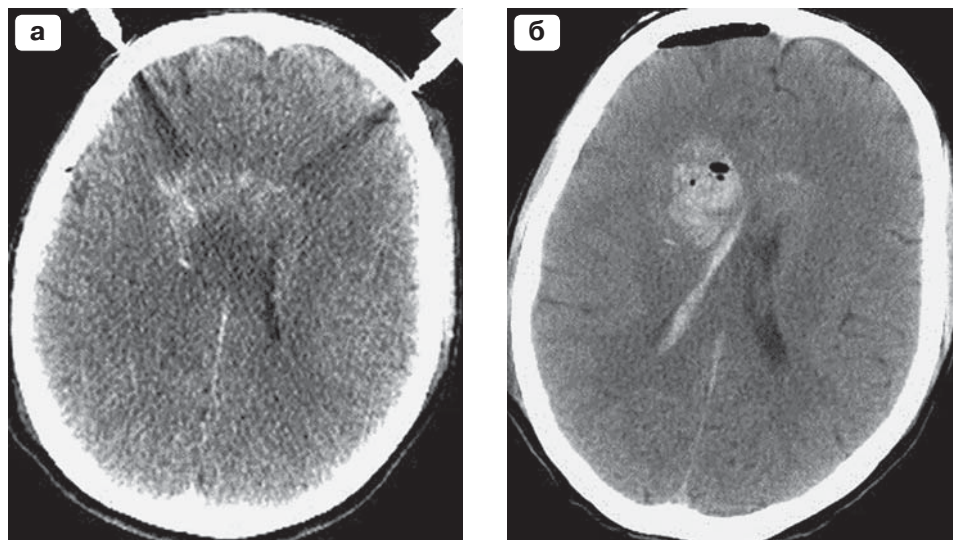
Случай 1. КТ головного мозга до (а) и после (б) СТБ. Выявлена внутримозговая и внутривентрикулярная гематома (б).
